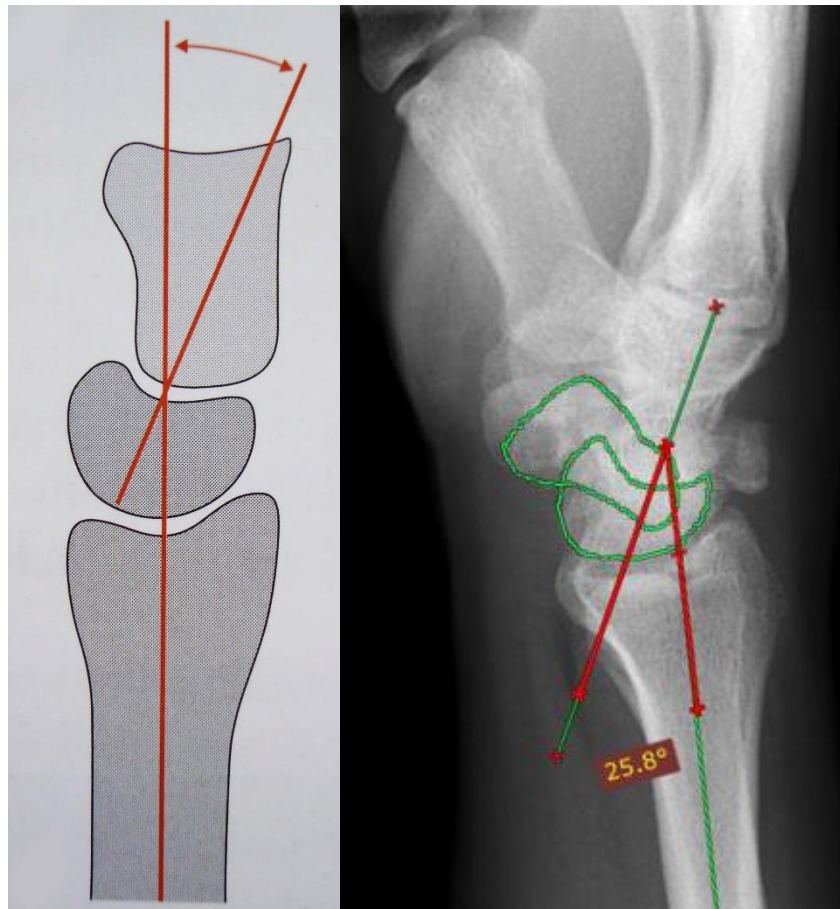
Ein normwertiger RL Winkel (gemessen im seitlichen Röntgenbild) liegt zwischen +15 Grad und -15 Grad. Kommt es zu einer Dorsalextension des Lunatum, also zu einem Winkel von mehr als 15 Grad, spricht man von einer DISI Fehlstellung.
